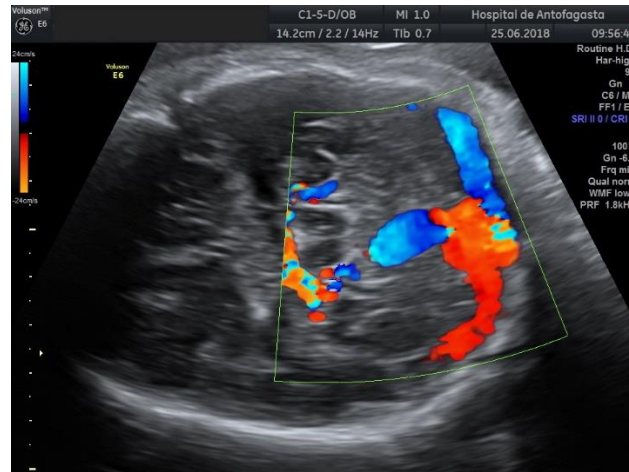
Aplicación de Doppler color. Presencia de flujo turbulento en imagen quística descrita en figura 1, notese además la conexión con vasos arteriales.
